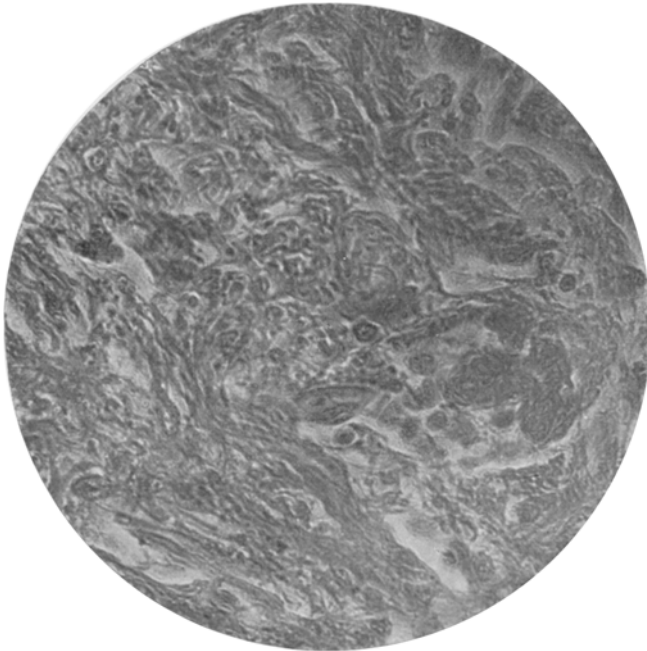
Bindegewebsbildung aus der protoplasmatischen Grenzschicht der leukämischen Zellen nach Röntgenbestrahlung.
